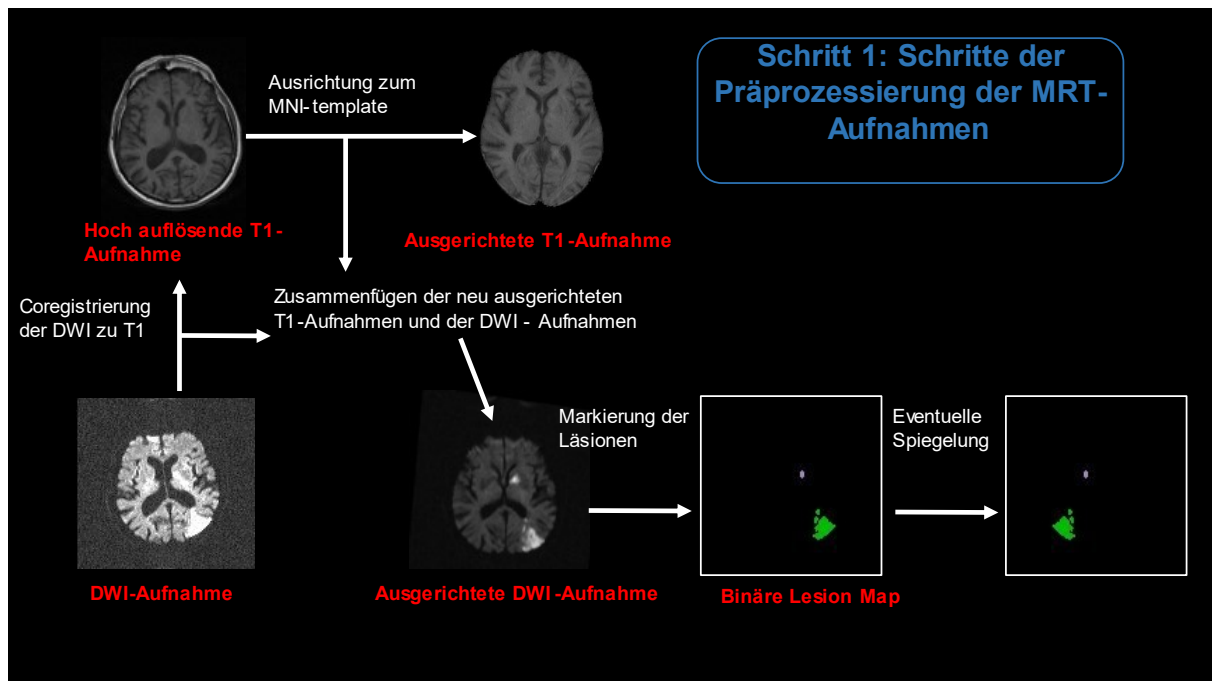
Präprozessierung der MRT-Aufnahmen
